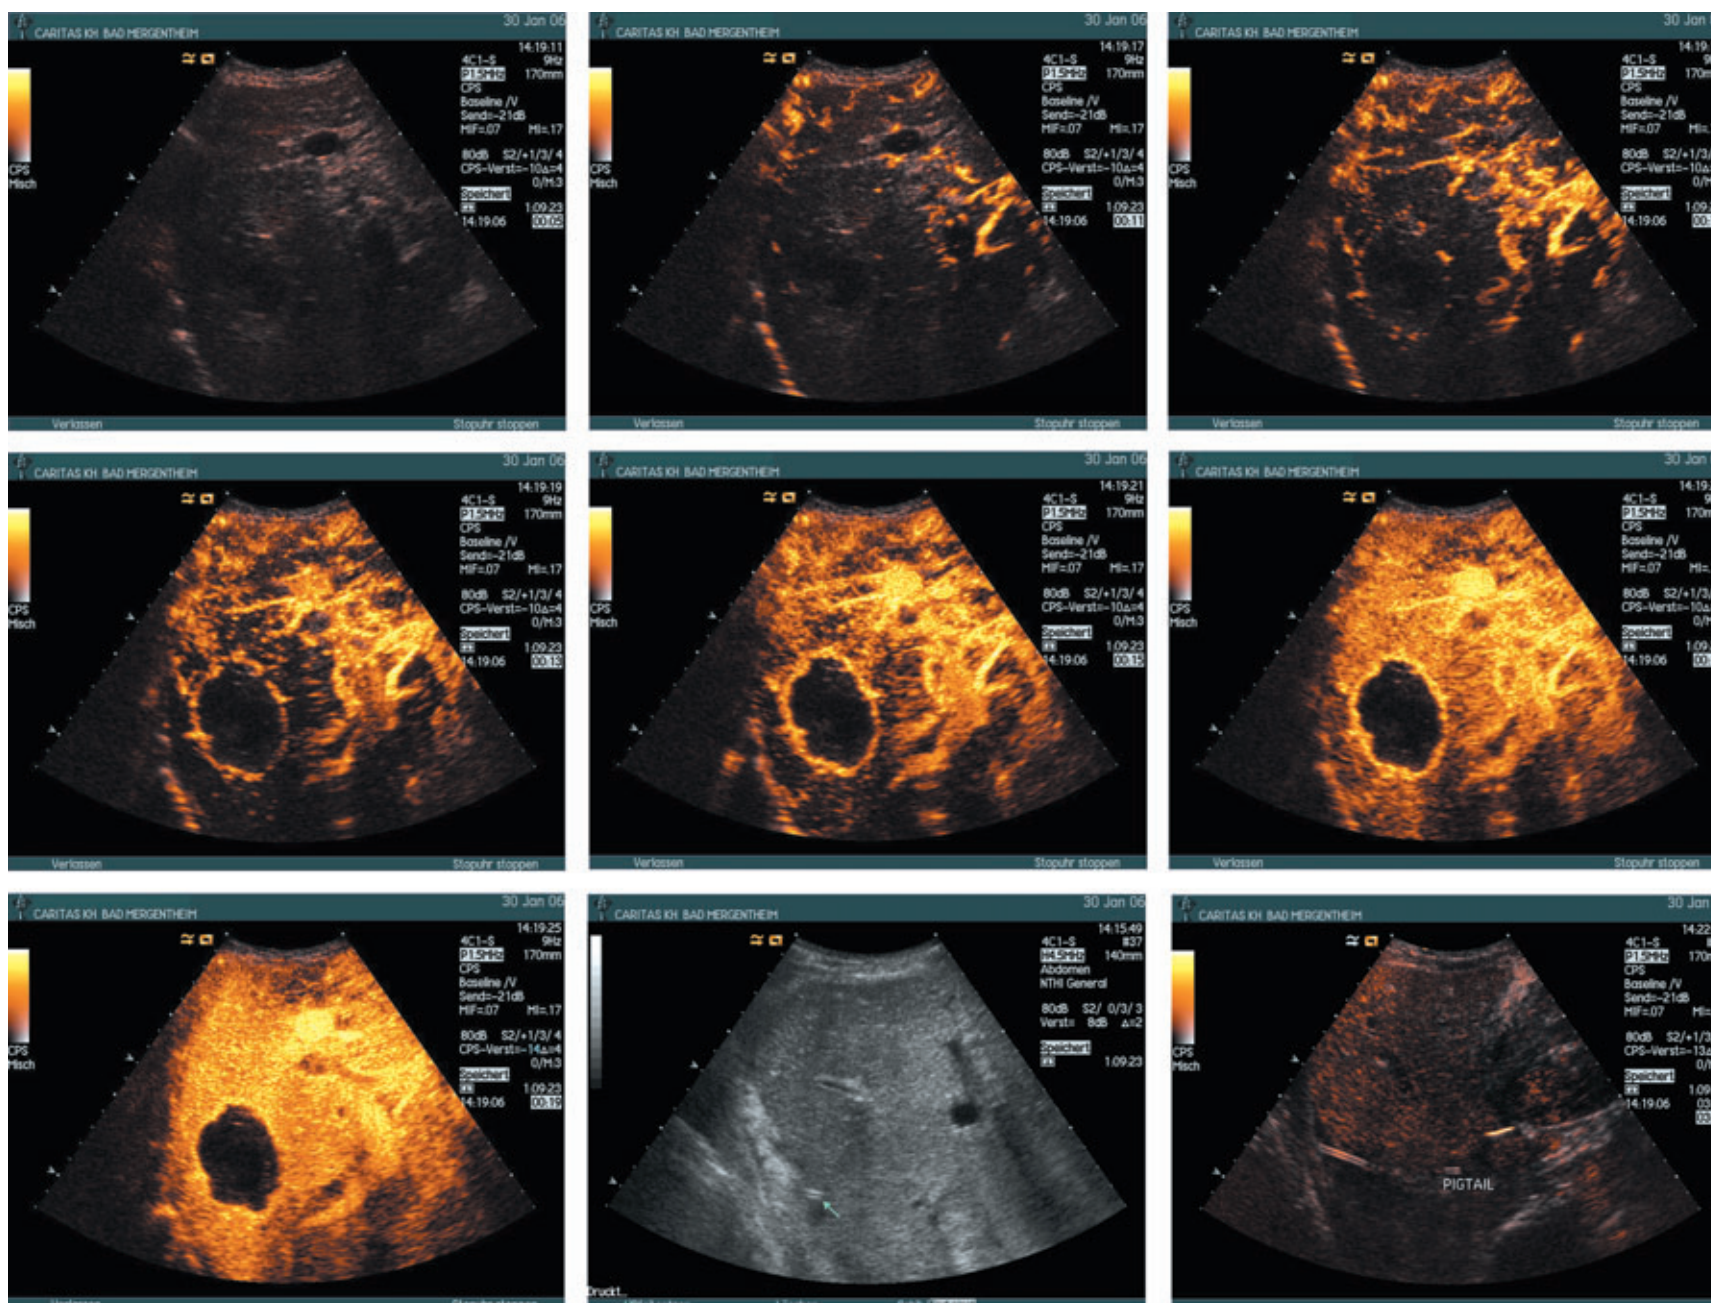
Darstellung von Leberabszessen. Bei der sicheren Abgrenzung des Abszessareals hat sich die kontrastverstärkte Sonographie als hilfreich erwiesen (a–g). Der Pigtail-Katheter ist ebenfalls dargestellt (h, i).
